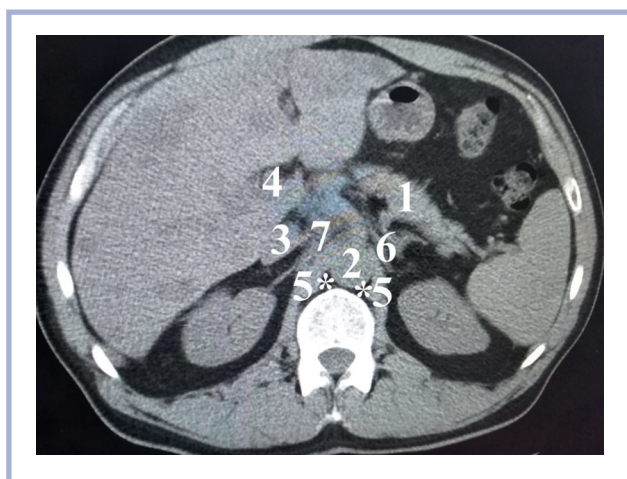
Компьютерная томограмма ретропанкреатического пространства.
